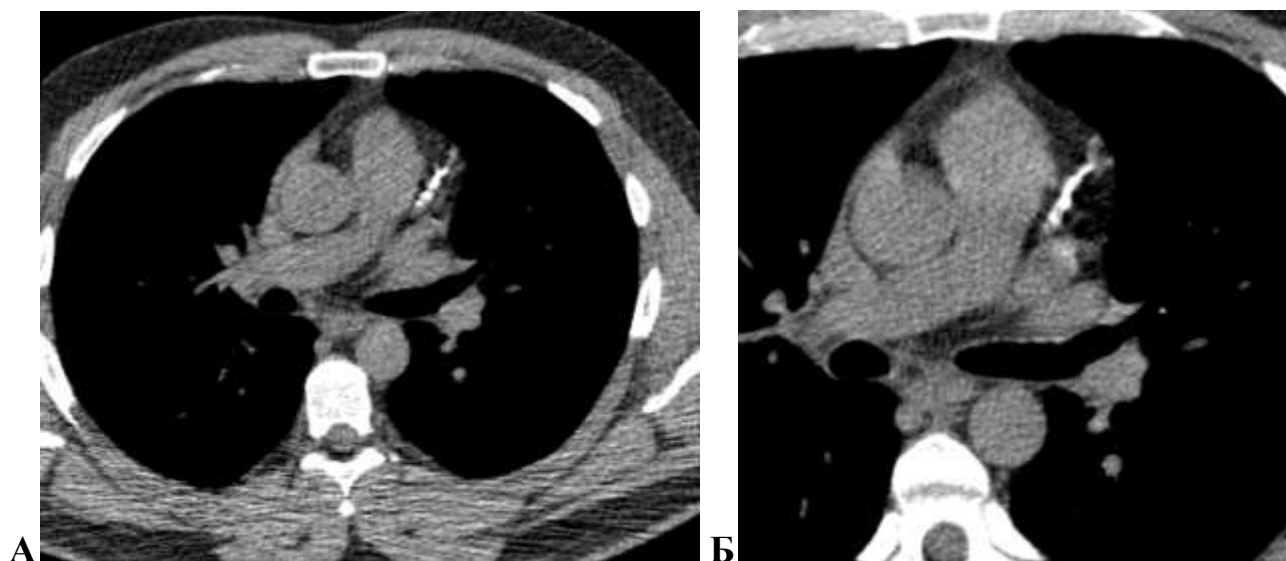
Аксиальные изображения КТ органов грудной клетки для расчета КИ. А – Реконструкция изображений КТ ОГК по 3мм для расчета КИ. Определяется кальциевая бляшка в ПНА. Б – Аксиальное изображение, полученное по стандартной методике КИ с ЭКГ синхронизацией. Определяется массивная кальциевая бляшка в ПНА
